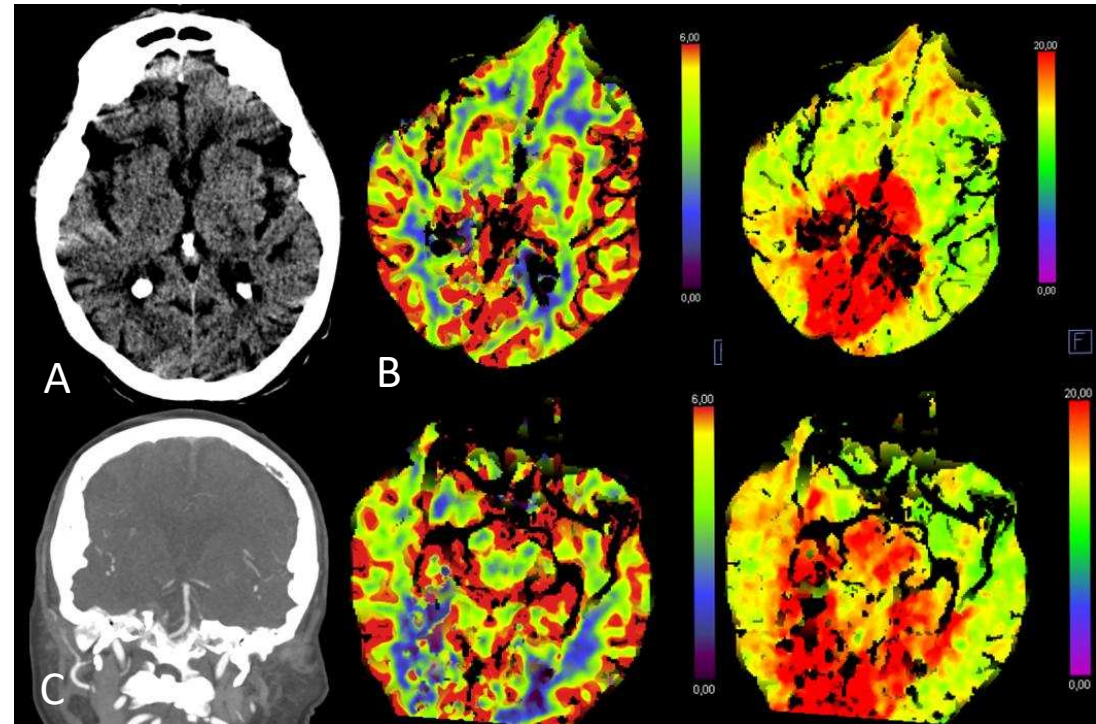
Oclusión top de la basilar. A) TC basal: hipodensidad talámica bilateral sugestivo de infarto agudo pc-ASPECTS 8. B) Estudio neuroperfusión aumento del tiempo al pico en tálamos, lóbulos occipitales y territorio de las arterias cerebrales anteriores sin disminución del volumen sanguíneo compatible con penumbra isquémica sin infarto establecido. C) Defecto de repleción del extremo distal del top de la basilar y origen de ambas ACP.
